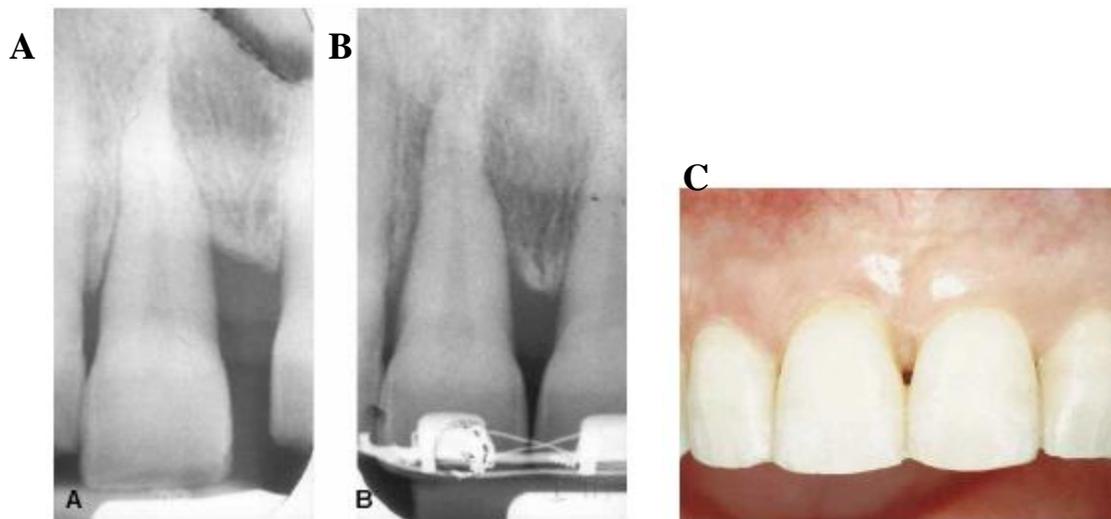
A: Radiografía inicial. B: Radiografía final de la nueva morfología del defecto óseo. C: Vista clínica final posterior al tratamiento.
